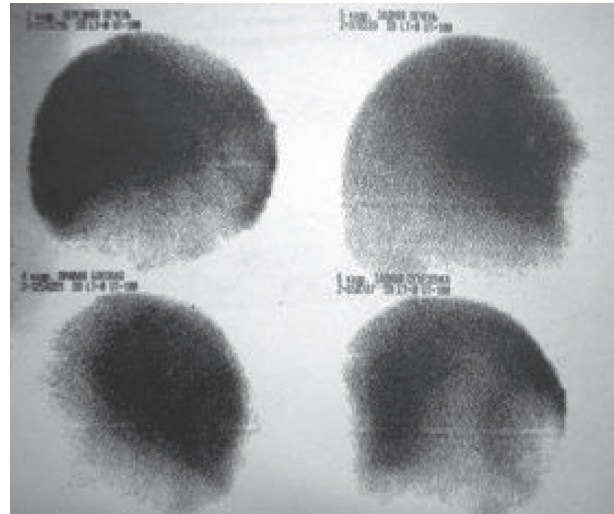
Статическая сцинтиграфия печени при поступлении в ГЭО от марта 2012 г.
